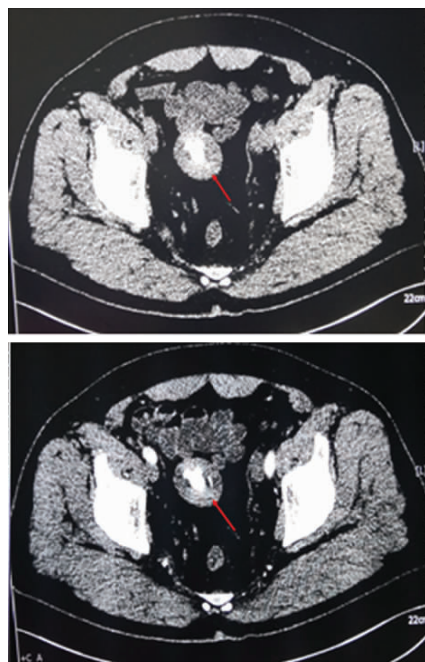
腹部平扫及增强 CT (病灶见红色箭头)
